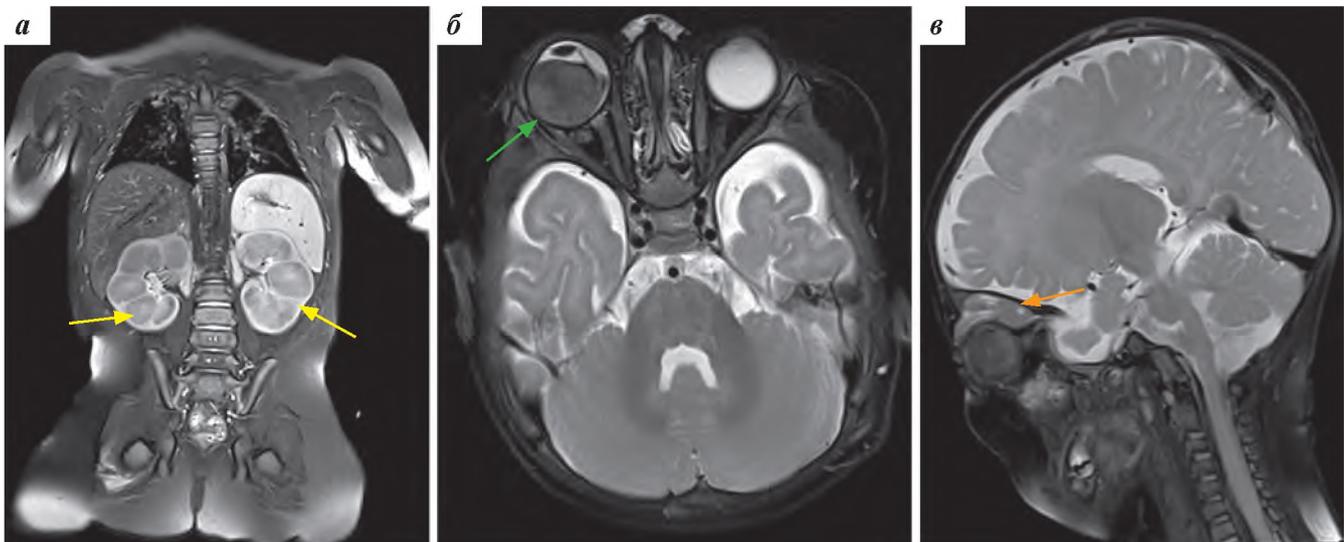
Пациент № 1, МС с множественным поражением органов и систем. МРТ: а – T2-ВИ, корональная плоскость. МР-картина увеличения почек и изменения МР-сигнала от обеих почек (желтая стрелка); б – T2-ВИ, аксиальная плоскость. Правый глаз увеличен, в стекловидном теле визуализируются опухолевые ткани (зеленая стрелка); в – T2-ВИ, сагиттальная плоскость. В верхнем отделе правой орбиты визуализируются опухолевые ткани (оранжевая стрелка)
